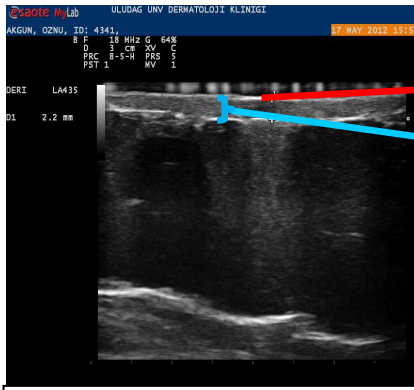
Normal derinin ultrasonografik görüntüsü
